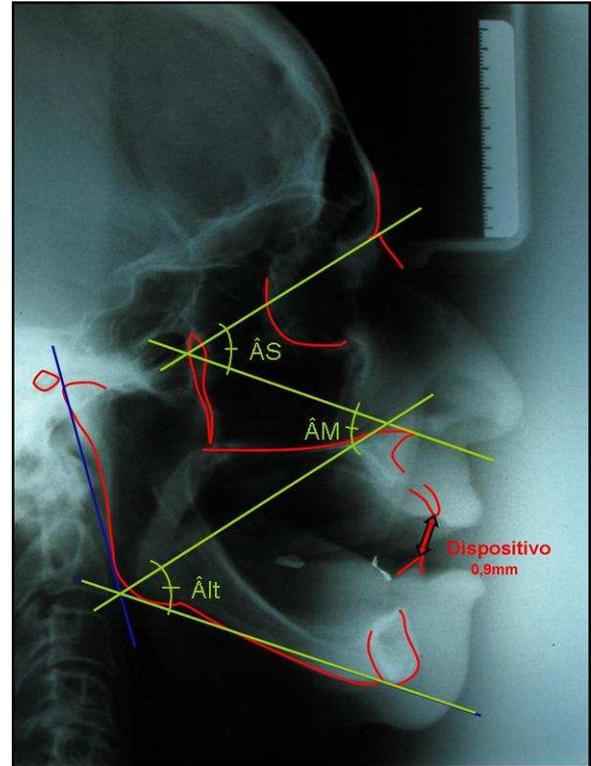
Nova Telerradiografia. Análise cefalométrica. Verificar a igualdade entre os três Ângulos (ÂS, ÂIt e ÂM) após a determinação cefalométrica da posição mandibular.
